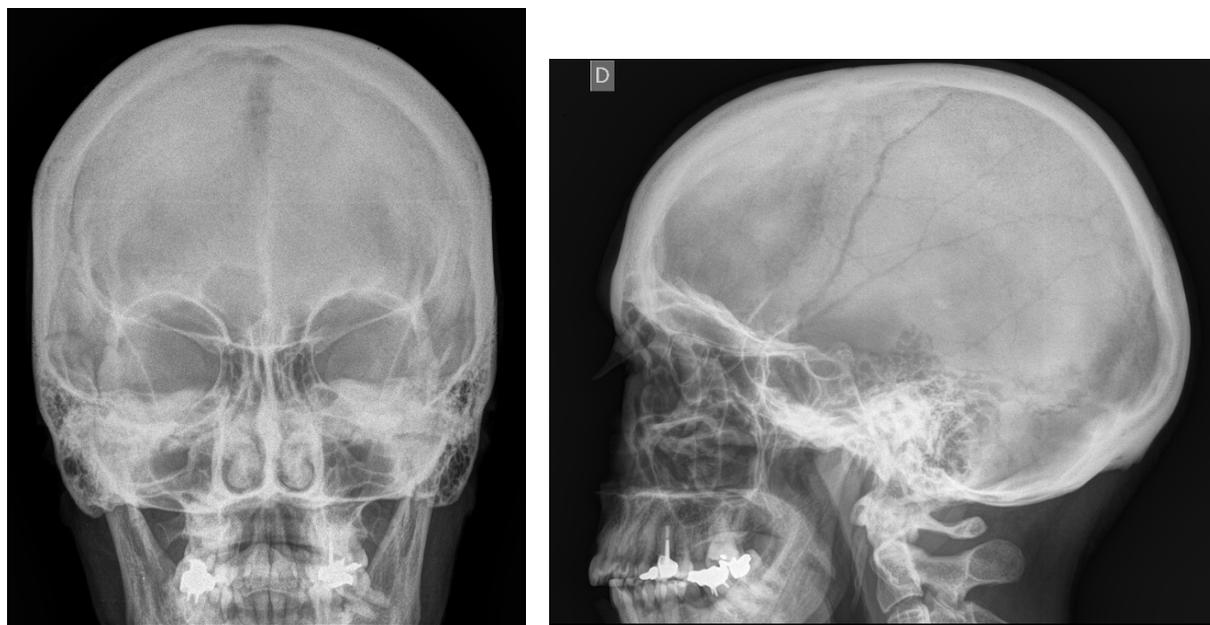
Radiographies du crâne d'août 2010.
